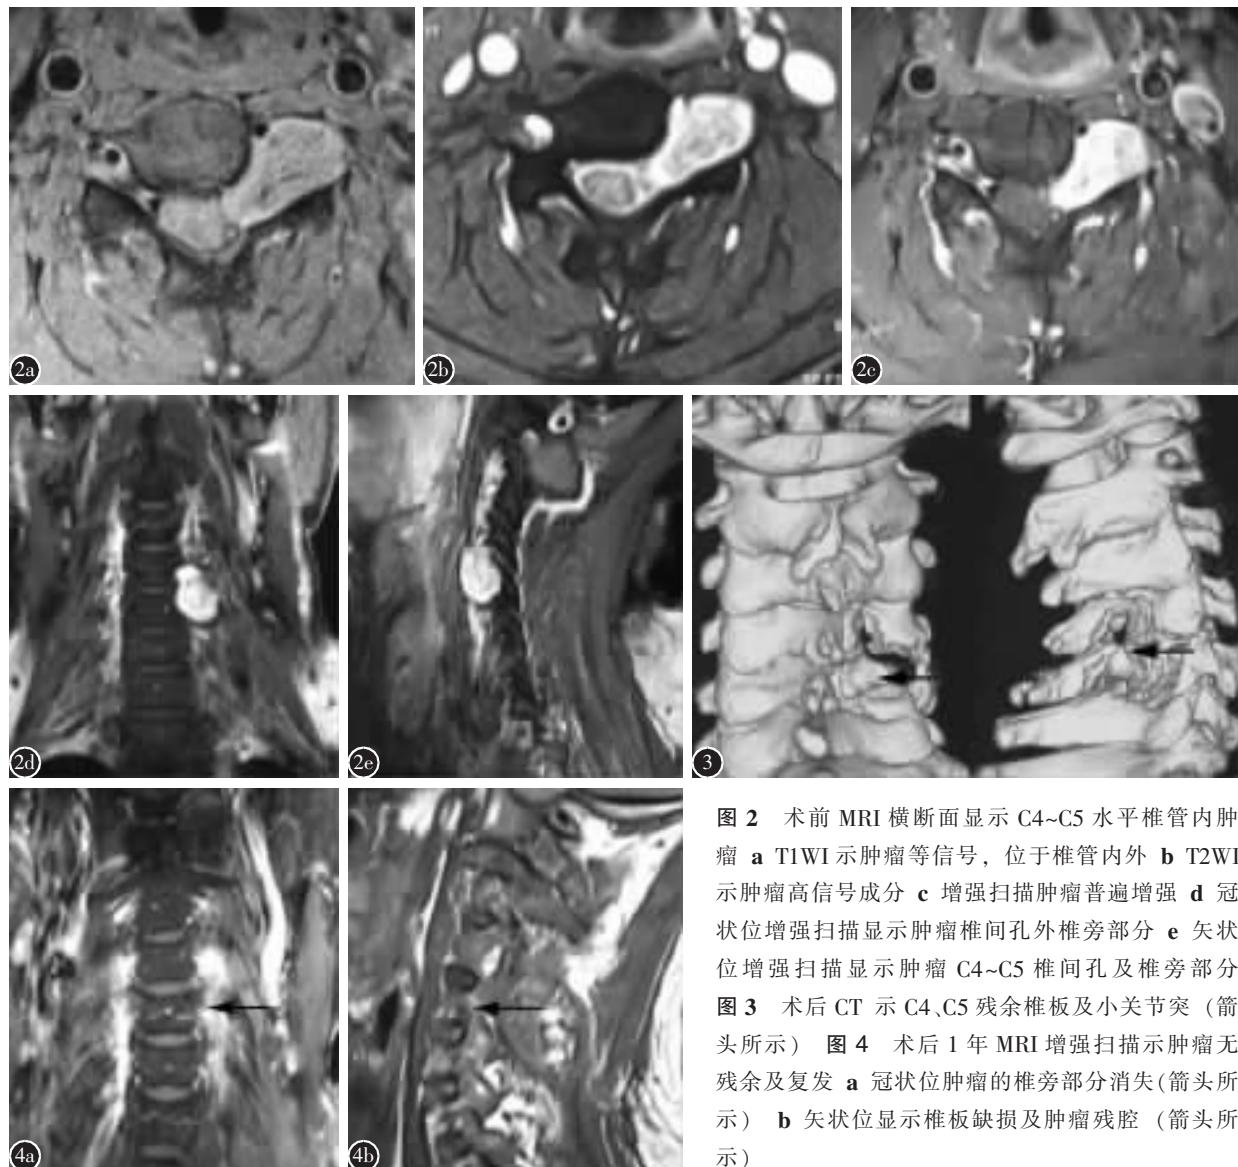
术前 MRI 横断面显示 C4~C5 水平椎管内肿瘤 a T1WI 示肿瘤等信号, 位于椎管内外 b T2WI 示肿瘤高信号成分 c 增强扫描肿瘤普遍增强 d 冠状位增强扫描显示肿瘤椎间孔外椎旁部分 e 矢状位增强扫描显示肿瘤 C4~C5 椎间孔及椎旁部分
